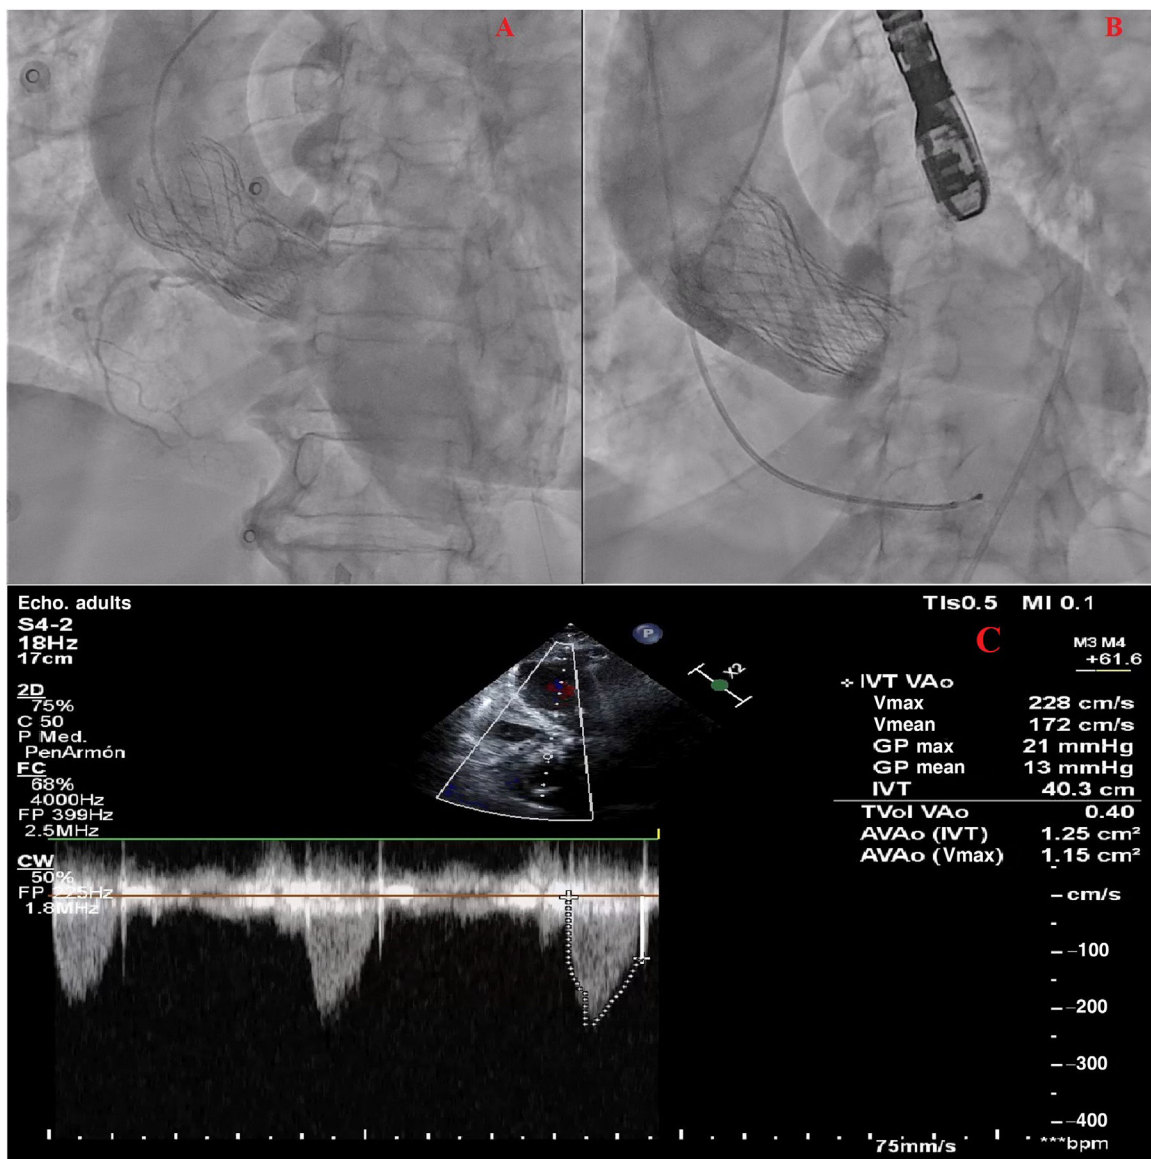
A: angiografía con contraste de la aorta ascendente; válvula aórtica percutánea con IAO grave que llena la totalidad del VI con contraste. B: angiografía con contraste al final de la reintervención de TAVI, sin IAO residual. C: ecocardiografía transtorácica con Doppler continuo; ausencia de IAO y gradientes de *valve-in-valve* dentro de la normalidad. IAO: insuficiencia aórtica; TAVI: implante percutáneo de válvula aórtica; VI: ventrículo izquierdo.
